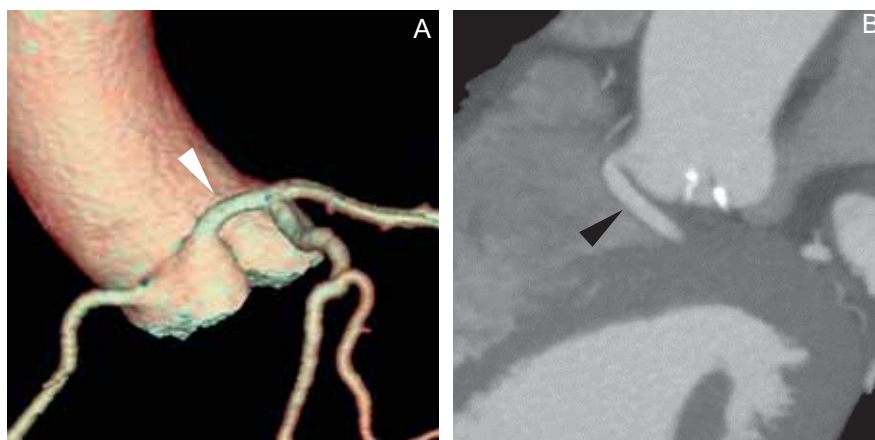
Distinction entre trajet interartériel et trajet rétropulmonaire. Images TDM (rendu volumique et reconstruction 3D) d'un tronc commun connecté dans le sinus droit (A) avec un trajet interartériel (tête de flèche blanche) et d'un tronc commun connecté dans le sinus droit (B) avec un trajet rétropulmonaire (tête de flèche noire). À noter qu'un trajet interartériel passe au-dessus du plan de l'anneau aortique et qu'un trajet rétropulmonaire passe au-dessous.
